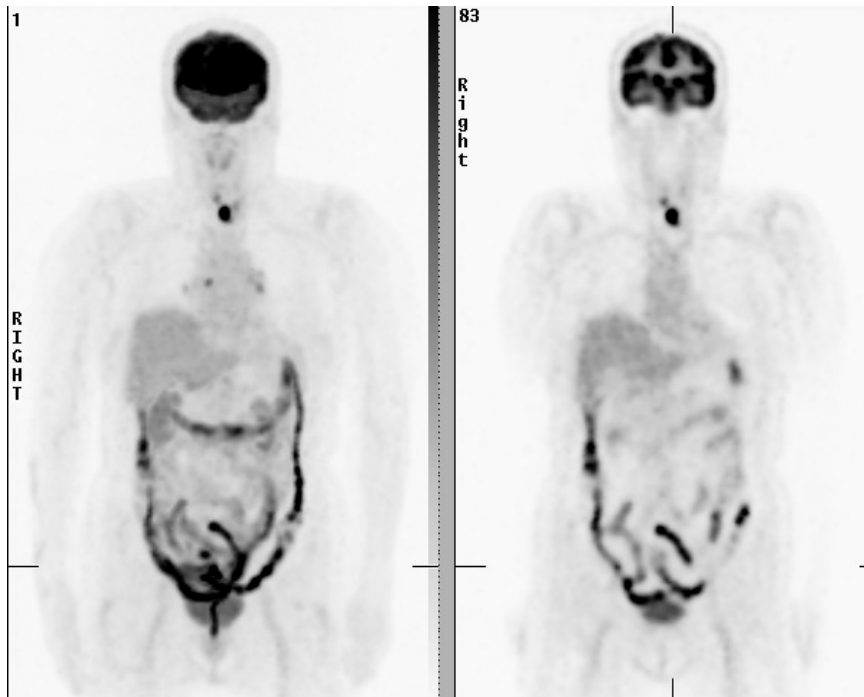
Beispiel für eine „benigne“ Speicherung von FDG im Darm in der Frontalebene
